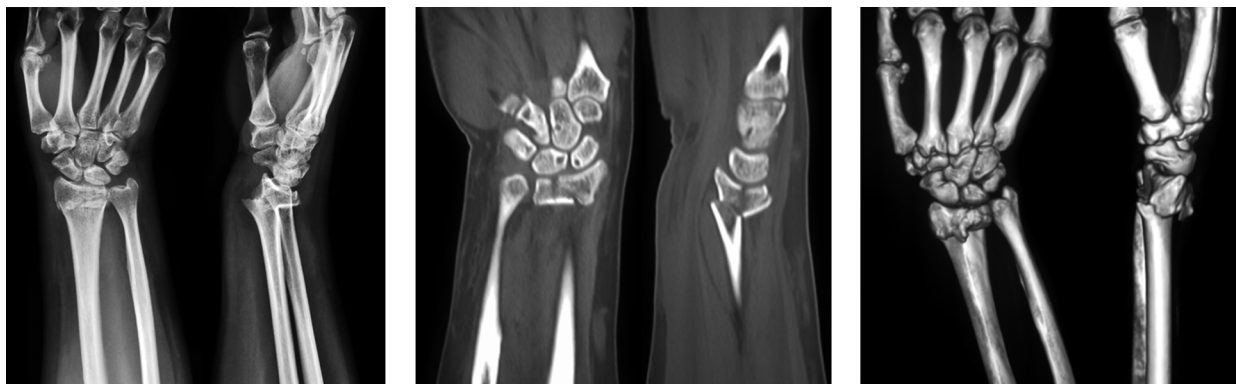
术前X线片、CT及三维重建示桡骨远端关节内骨折,骨折远端向背侧移位,骨折线涉及关节面
